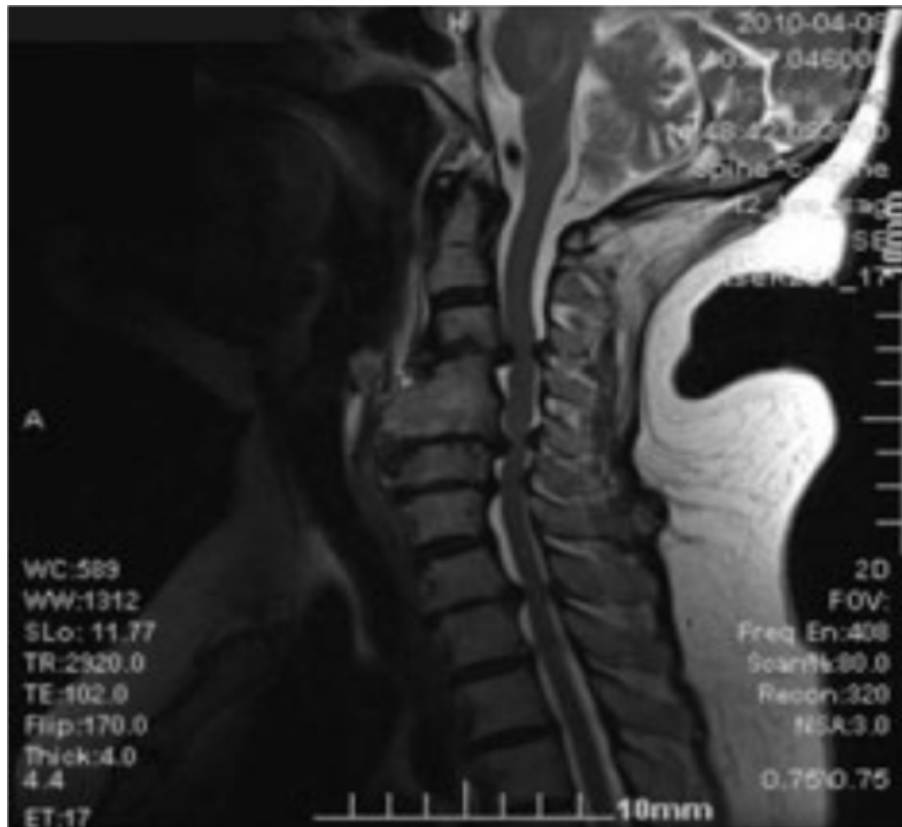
RM de um paciente com MEC, que apresenta herniação dos discos cervicais (C3-4, C5-6, T1-2), hipertrofia do ligamento amarelo (C3-4, C5-6, C6-7, T1-2) e fusão espontânea de C4-5. [42]
